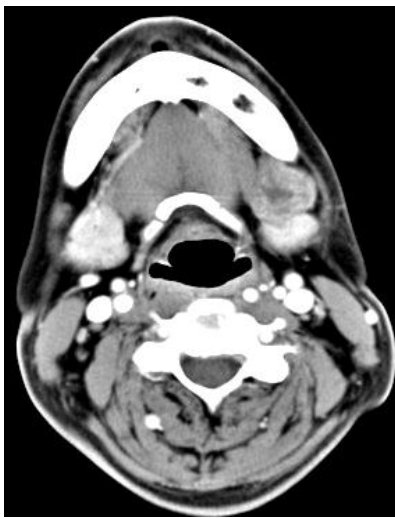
Axial neck CT scan. The mass arising from left submandibular gland shows irregular and inhomogeneously enhanced.
